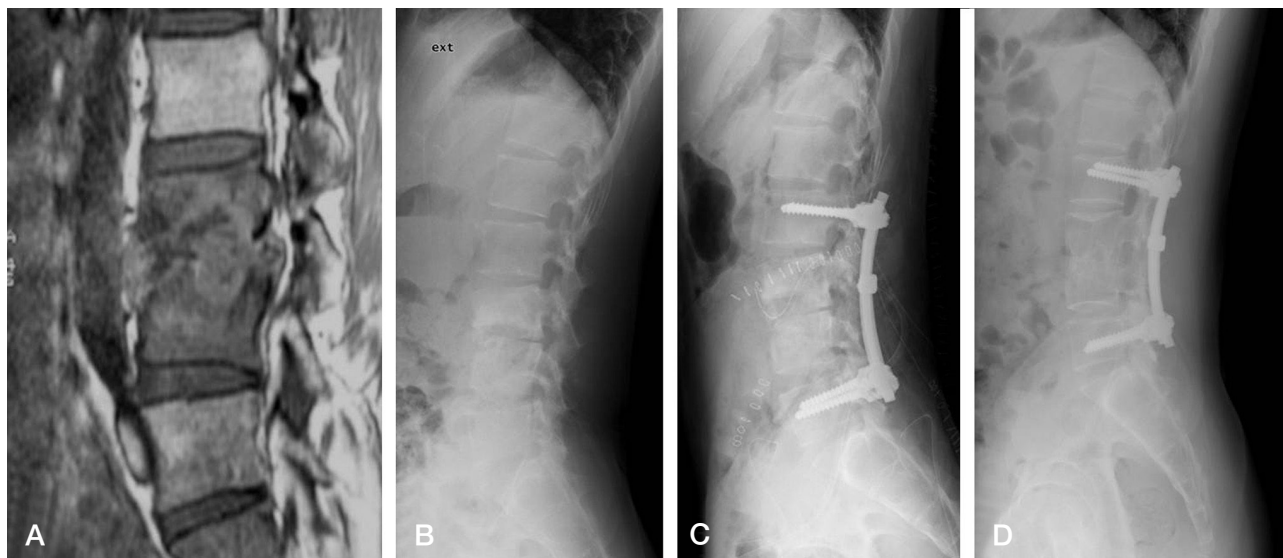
A 25-year-old male with tuberculous spondylitis at the 3rd and 4th lumbar spine. (A) A preoperative T1 weighted sagittal MR image shows destructive lesion involving the lumbar spine with paraspinal abscess. (B) Preoperative lateral X-ray shows destructive bony lesion with kyphosis. (C) Postoperative lateral X-ray showing anterior and posterior fusion (Hong-Kong method) status. (D) After 3-year follow-up, eradication of tuberculosis and bony union were achieved.
